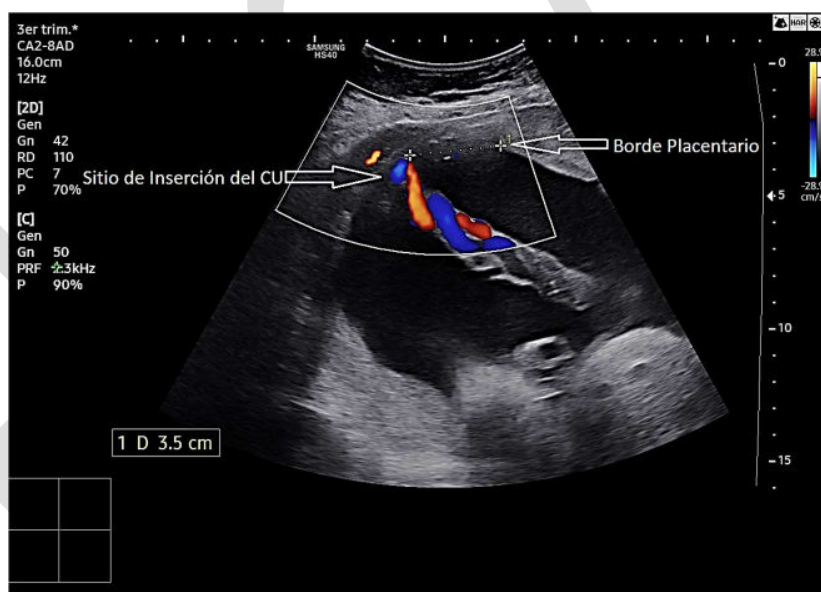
Exploración Ecográfica Transabdominal mediante Doppler Color a las 30 semanas de gestación. Se observa Inserción Velamentosa del CU a 3.5cm del borde placentario más cercano. (CU: Cordón Umbilical).
